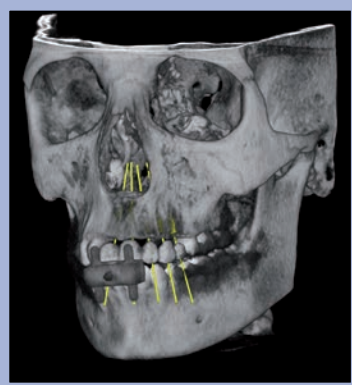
CBCT con le informazioni protesiche trasmesse dalla dima radiologica e con gli impianti pianificati
